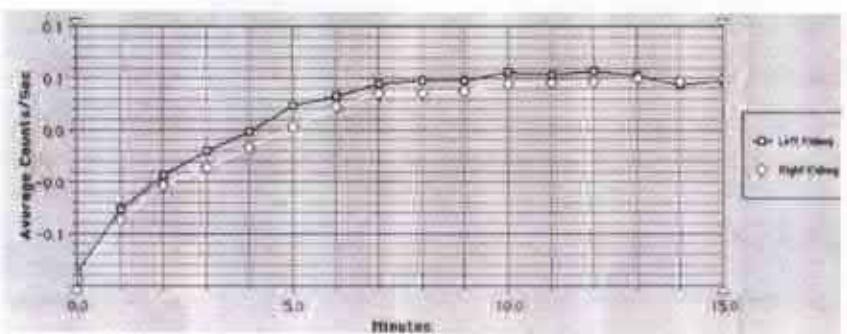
Prezentarea scintigrafică a polichistozei renale.
